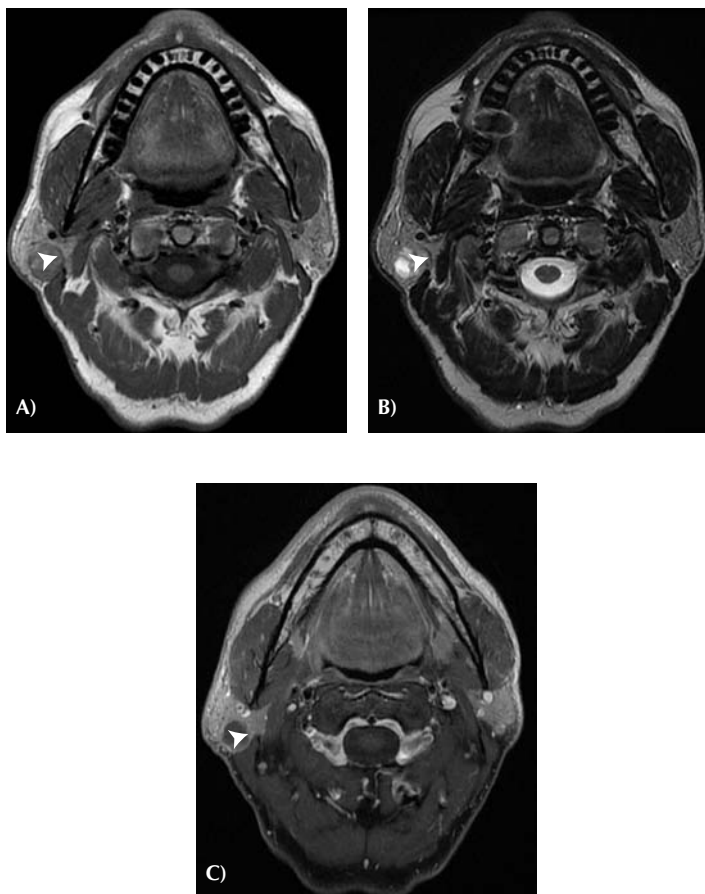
IRM de la loge parotidienne sans et avec gadolinium : tumeur de Whartin. A) Coupe axiale en séquence T1 : tumeur parotidienne droite. La lésion apparaît en hyposignal hétérogène, avec des zones focales d'hyper-signal. B) Coupe axiale en séquence T2 : la lésion apparaît en hypersignal hétérogène avec des zones hypo-intenses. C) Coupe axiale en séquence T1 avec saturation du signal de la graisse et injection de gadolinium : on n'obtient pas de rehaussement de la tumeur (en faveur d'une lésion liqui-dienne). Ces aspects sont en faveur d'un cystadénolymphome parotidien ou tumeur de Whartin (têtes de flèche).
